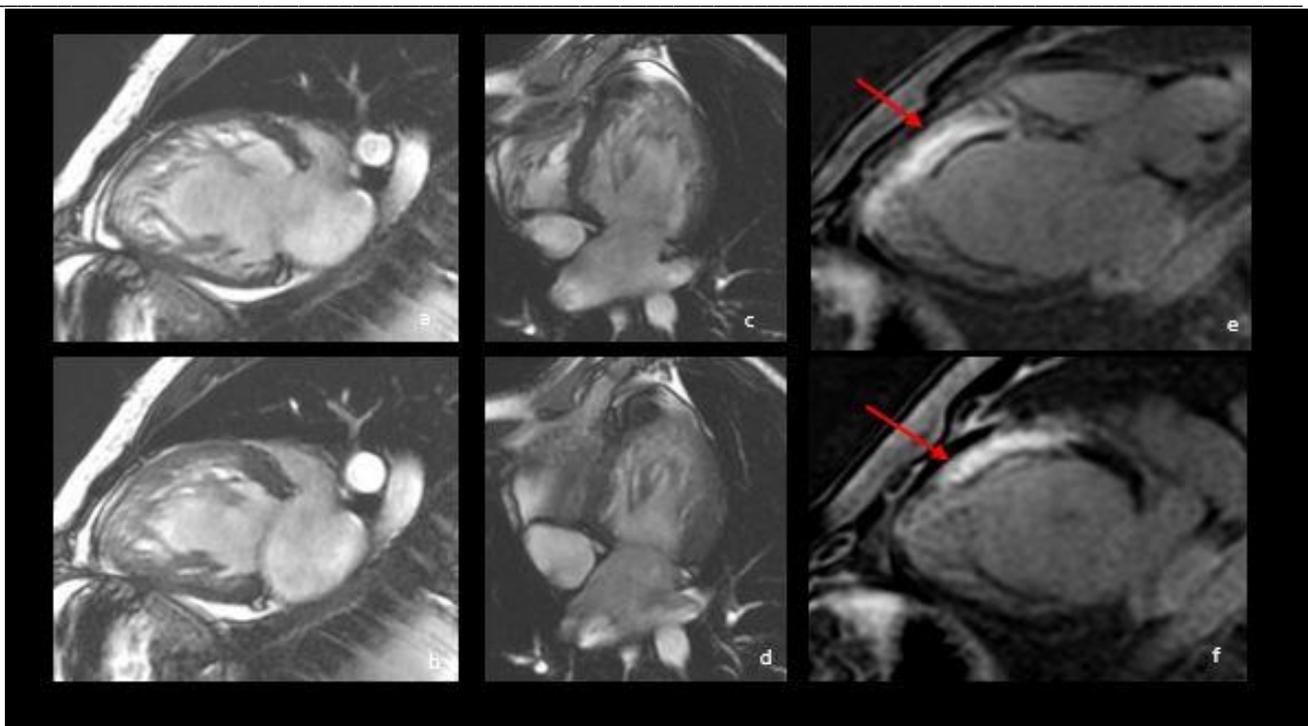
Aspect IRM cardiaque d'une non compaction du ventricule gauche avec des hypertrabéculations prises en systoles (b,d) et en diastoles (a,c) . le rapport NC/C=4 en diastole et rapport NC/C >2 en systole. Image d'un infarctus septo apical associé (pointe flèche rouge sur le rehaussement tardif transmural).
